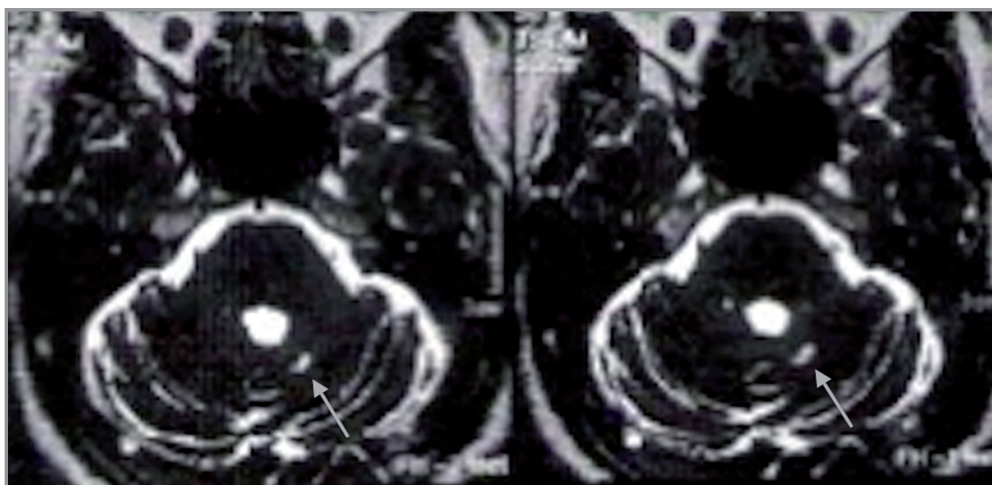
La RMN mostra un infarto lacunare della materia cerebellare bianca emisferica profonda sinistra (paziente n.11: uomo, 56 anni).
